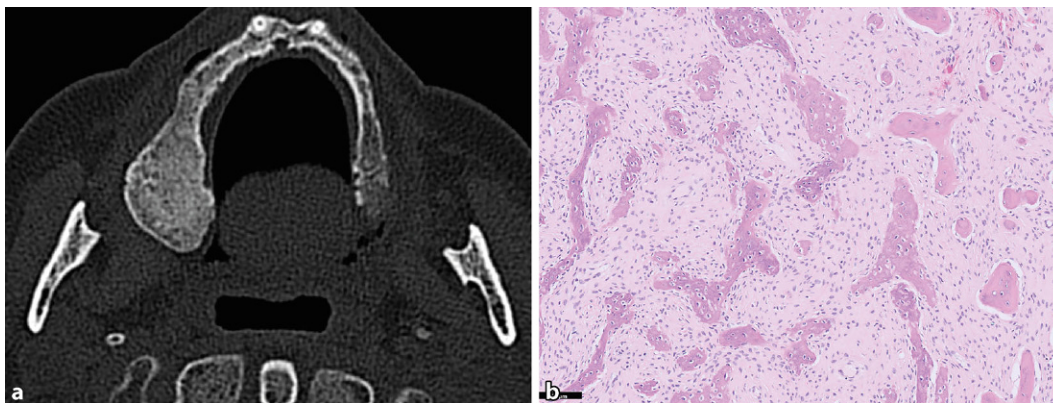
◀ Fibröse Dysplasie (FD). Expansive und homogen milchglasartig sklerosierte Raumforderung des rechten Oberkiefers (a, CT) bestehend aus einer fibrösen Komponente mit fibroblastären Spindelzellen und einer unreifen Knochenbildung mit kurvilineärer Architektur der Trabekel (b, HE-Färbung, Vergr. 100:1)
